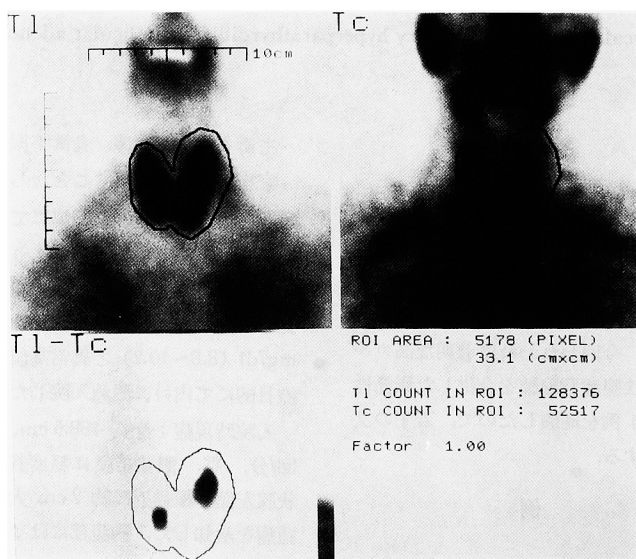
Subtraction scintigraphy shows two hot uptakes on the thyroid gland.
